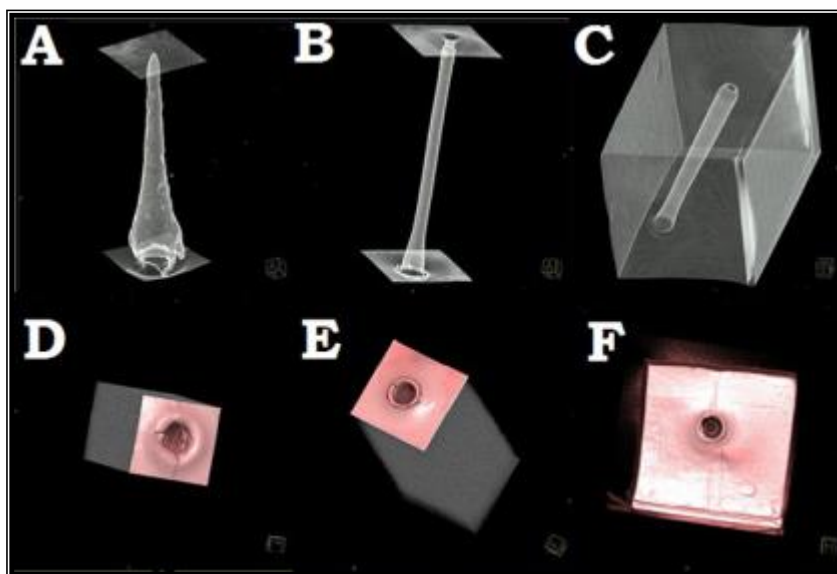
3D geometrické modely trvalých dutin vytvořené v programu DICOM pomocí standardního diagnostického zařízení – CT. Vstupní a výstupní otvory v testovacích blocích pro jednotlivé typy munice, zobrazeny v 3D struktuře pomocí CT a software DICOM [experimentální data].
